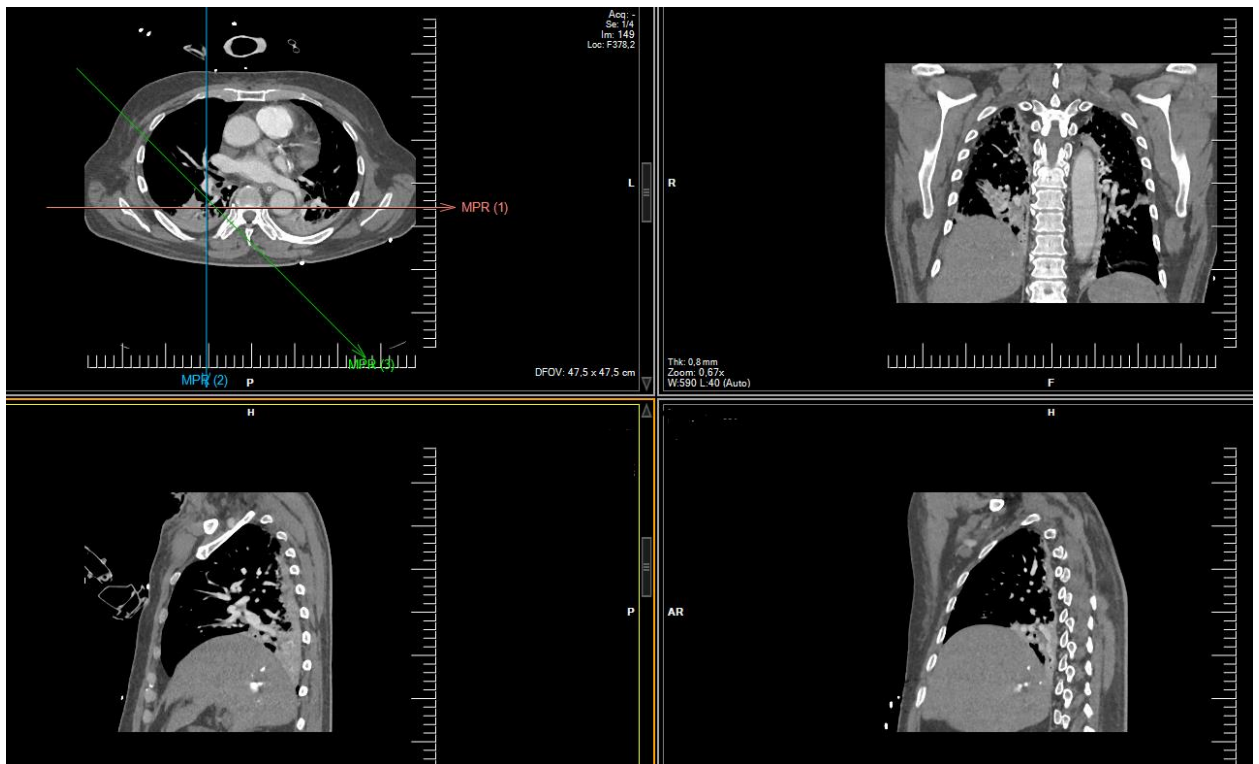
МСКТ органов грудной клетки с ангиографией (исследование выполнено в условиях ИВЛ. Определяется гиповентиляция базальных сегментов (S9,10) нижних долей обоих легких, на фоне чего имеются инфильтративные изменения, кальцинированные атеросклеротические бляшки грудного отдела аорты и коронарных артерий, признаков тромбоэмболии крупных ветвей не получено) (И/б № 5397С/2018)
